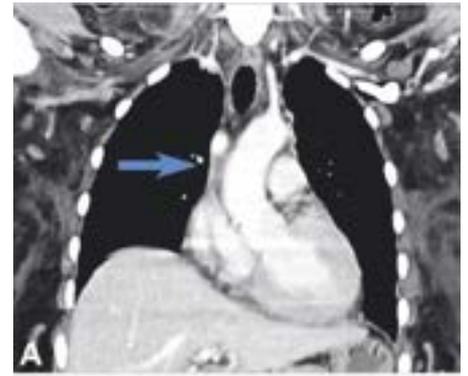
CT-Angiogramm, Frontal- (A, D) und Axialschnitte (B, C). A/B) Fehlen der Vena cava superior (dicke Pfeile), der Katheter befindet sich in der rechten Vena mammaria interna (schmale Pfeil). C/D) Kollateralkreislauf mit Dilatation von Vena azygos, hemiazygos und Lumbalvenen (Pfeile).
